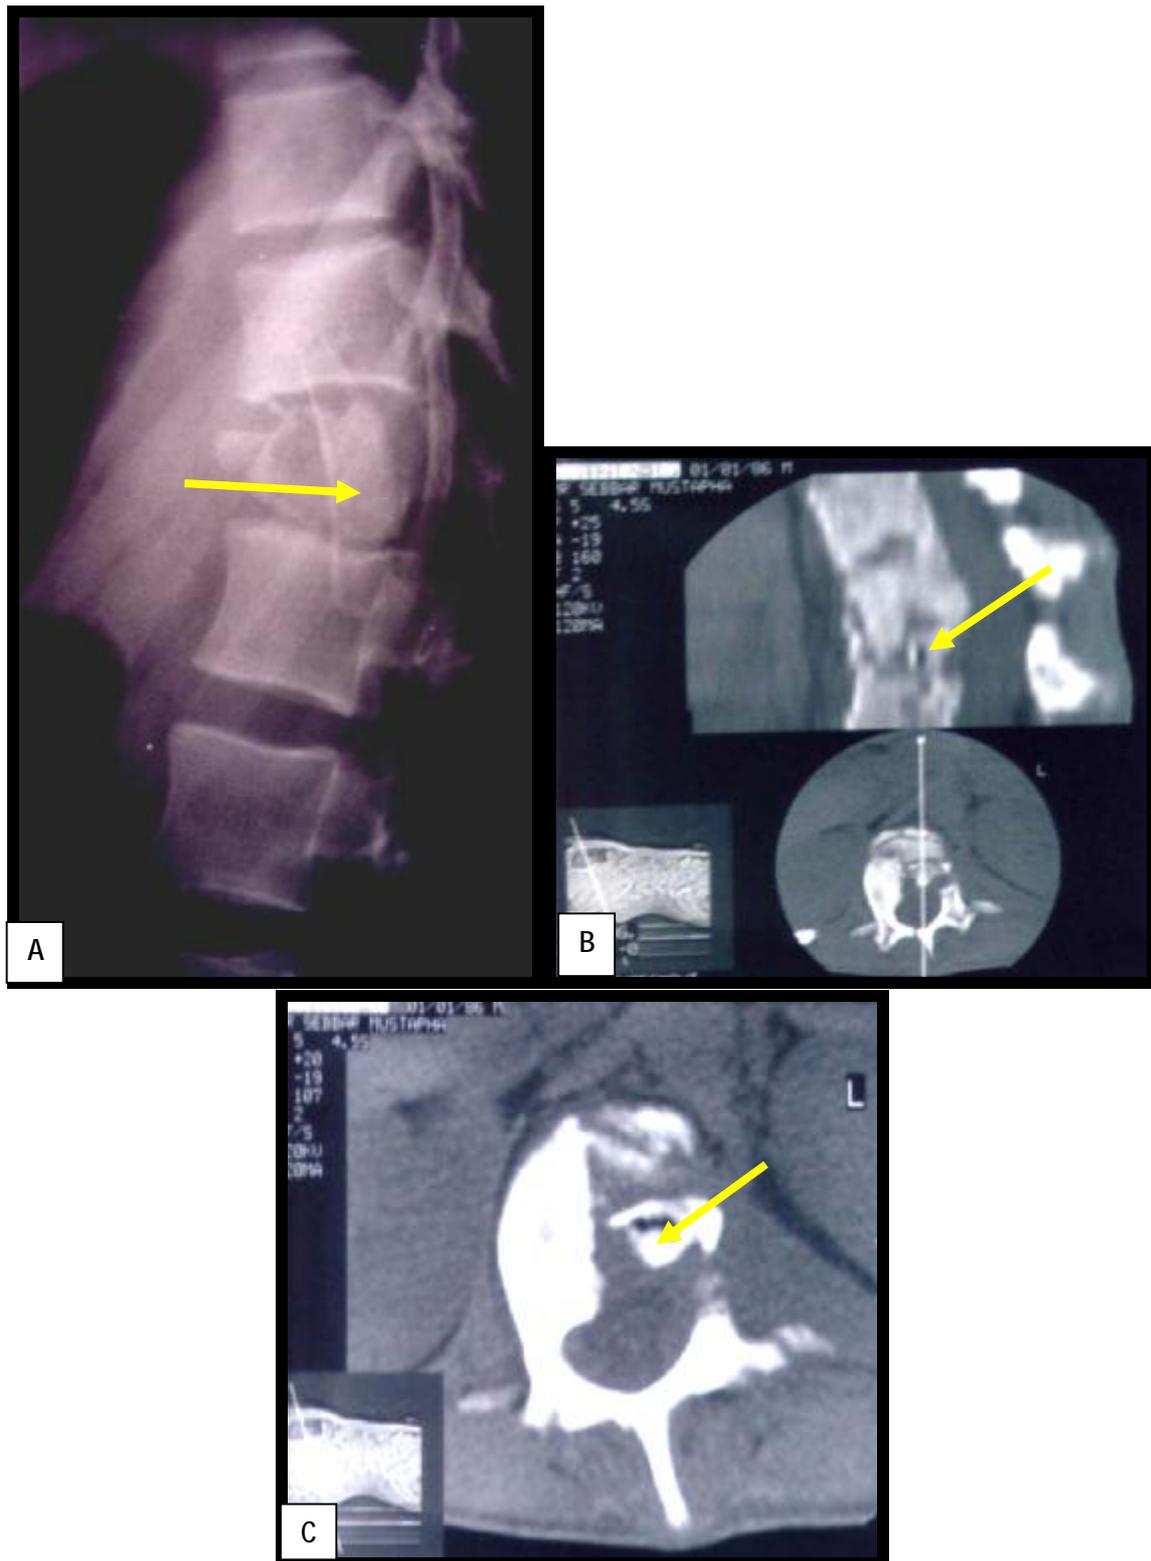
Radiographie profil centrée sur la charnière thoraco-lombaire (A) et coupes scanographique axiale (C) et sagittale (B) de contrôle post opératoire montrant l'arthrodèse par auto greffon type crête iliaque (→)
